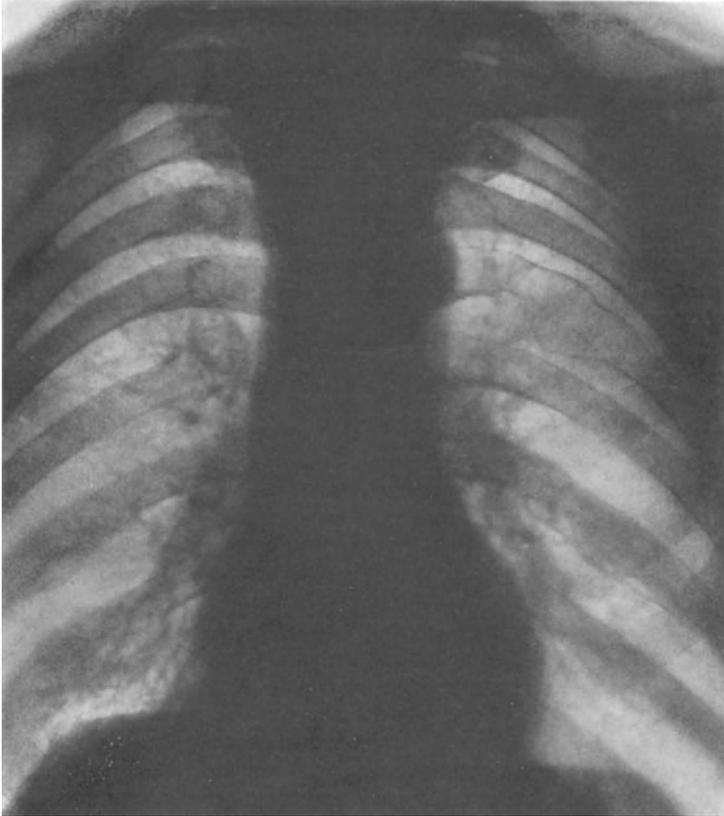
Multiples Myelom. Das Röntgenbild zeigt an einzelnen Stellen die Aufhellungen und Aufreibungen der Rippen, besonders deutlich bei der durch den Pfeil markierten Rippe.
